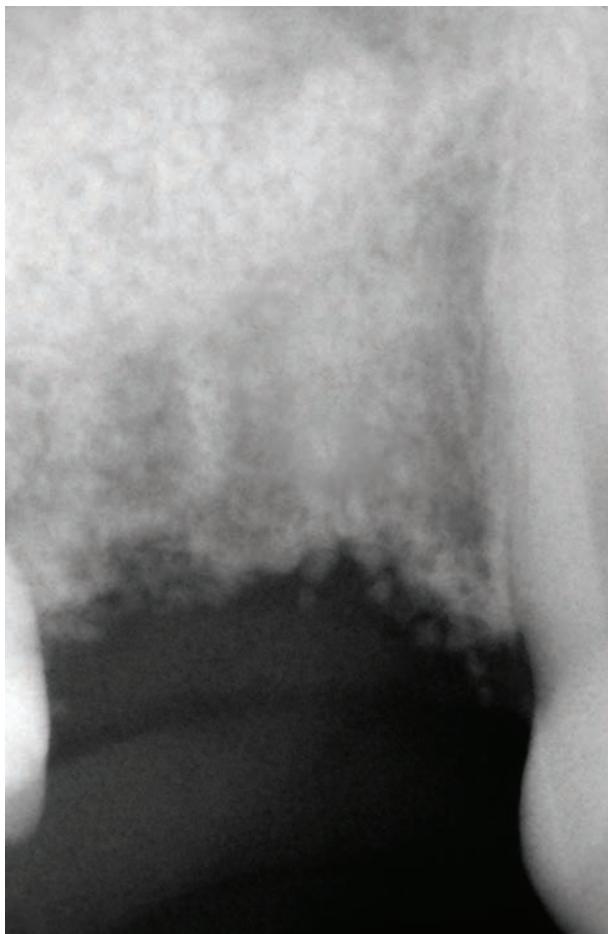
Control digital X-ray intraoral photo taken after sinus floor augmentation with the use of the Activioss biomaterial.
